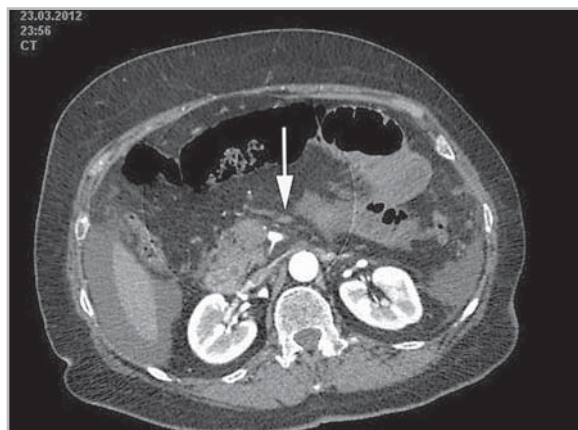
На компьютерной томограмме виден пристеночный тромб нижнебрыжечной артерии
